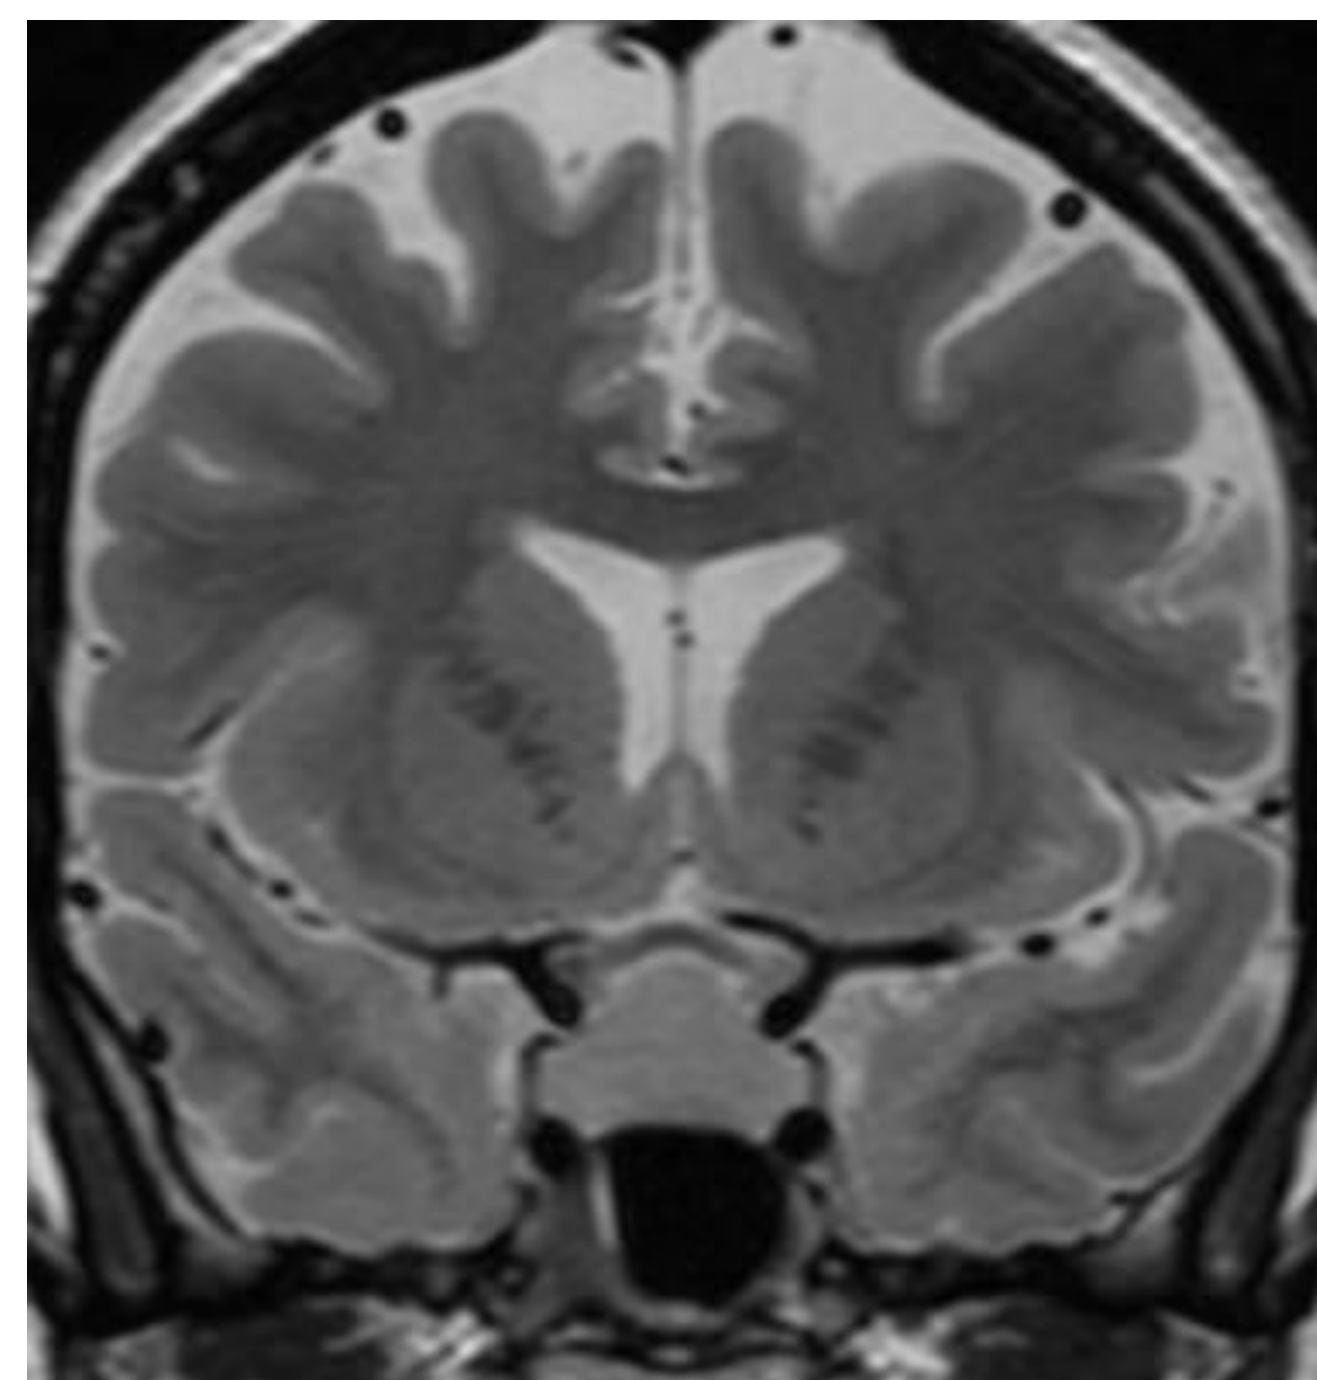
IRM hypophysaire en coupe Coronale séquence T2.
